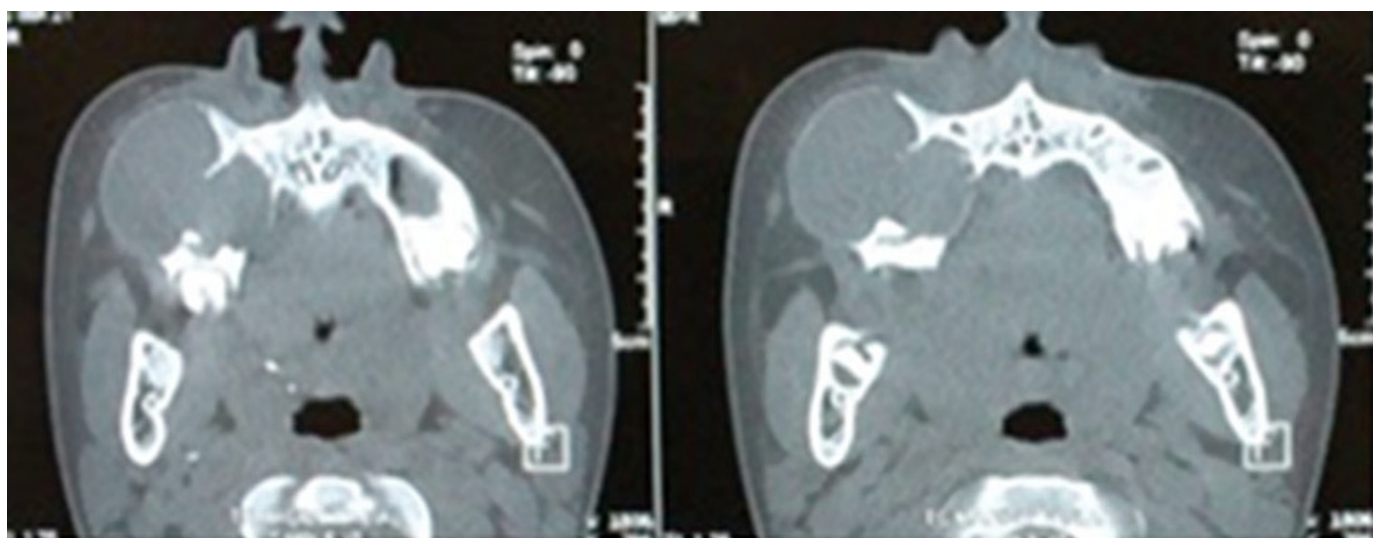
TAC cortes axiales, se observa extensión de lesión en región maxilar derecha.
